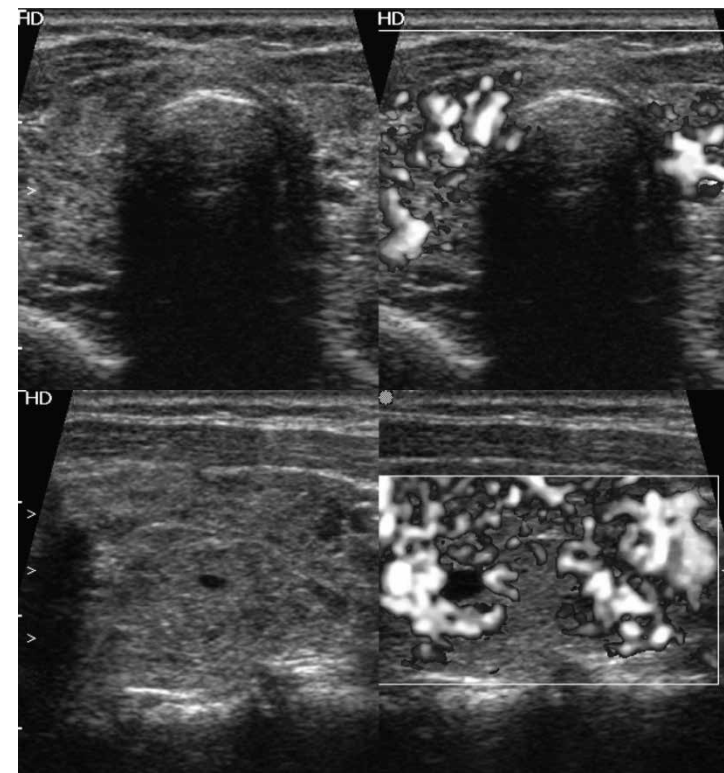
Ultrassonografia da glândula tireoide com Doppler mostrando parênquima heterogêneo com vascularização aumentada.
